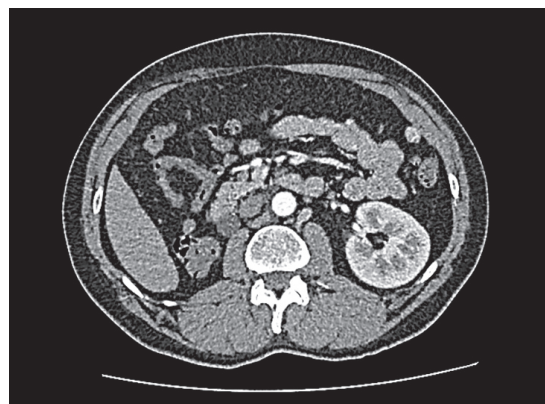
Компьютерная томограмма (поперечный срез, венозная фаза): отсутствие правой почки
